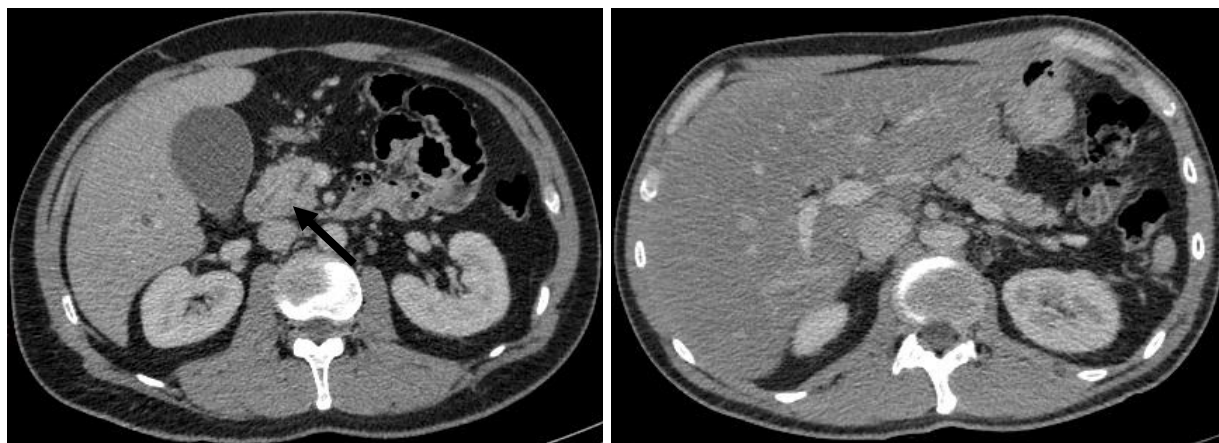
Пациент К., 44 года. Полный ответ после комбинированного лечения – ППДР + полихимиотерапия (6 курсов гемцитабина + 2 курса оксалиплатина с 5-фторурацилом). А. МСКТ органов брюшной полости за 6 дней до хирургического вмешательства. Б. МСКТ спустя 8 месяцев после операции – отсутствие признаков местного и локорегионарного метастазирования, как и увеличенных лимфатических узлов (10 мм и более).
